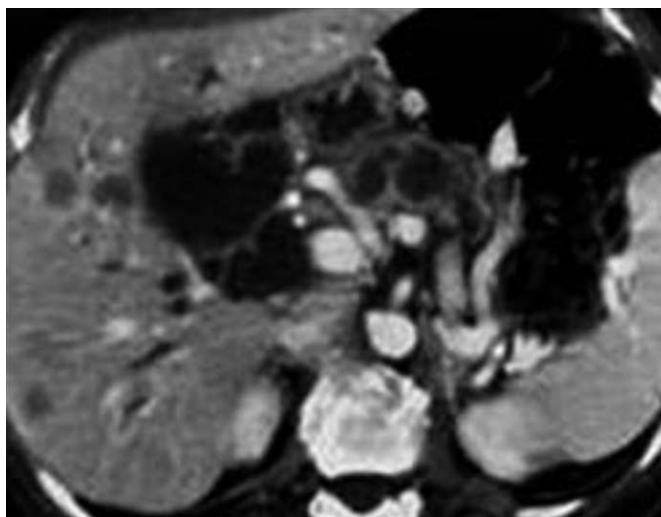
Métastases hépatiques d'une TIPMP dégénérée. TDM. Les lésions sont nodulaires, hypodenses, non kystiques.
